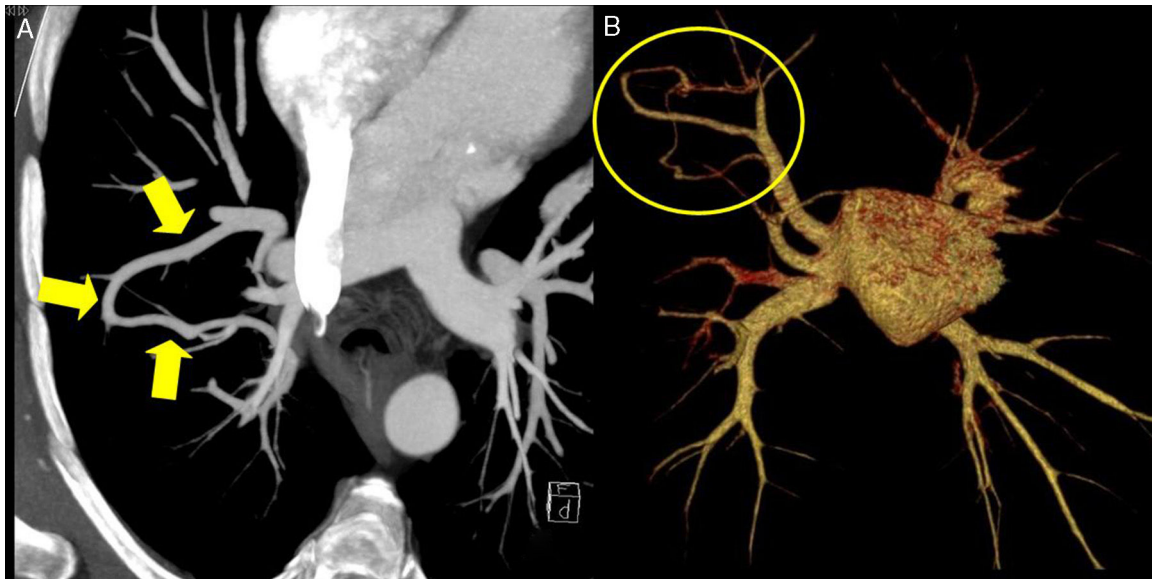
A) TC torácica con reconstrucción de proyección de máxima intensidad (MIP) en la que se identifica una estructura vascular tubular que comunica 2 venas pulmonares. B) TC torácica con reconstrucción de *volume rendering* (VR) en la que únicamente se visualizan las venas pulmonares y la aurícula izquierda, objetivándose la conexión entre las venas pulmonares derechas correspondiente a la variz venosa pulmonar.
